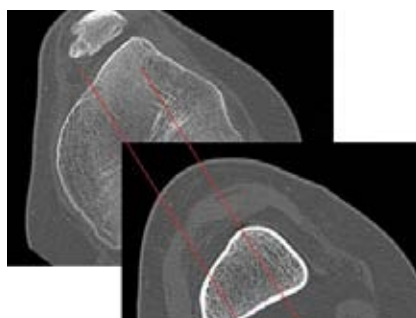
CT mit Vermessung des TTTG-Abstandes (<20mm)
